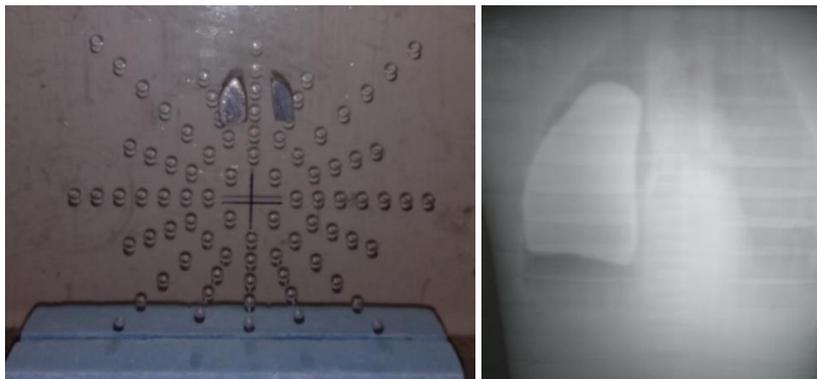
à esquerda, o protetor pulmonar plumbífero em uma base de acrílico; à direita, radiografia evidenciando o contorno do protetor sobre o pulmão.
